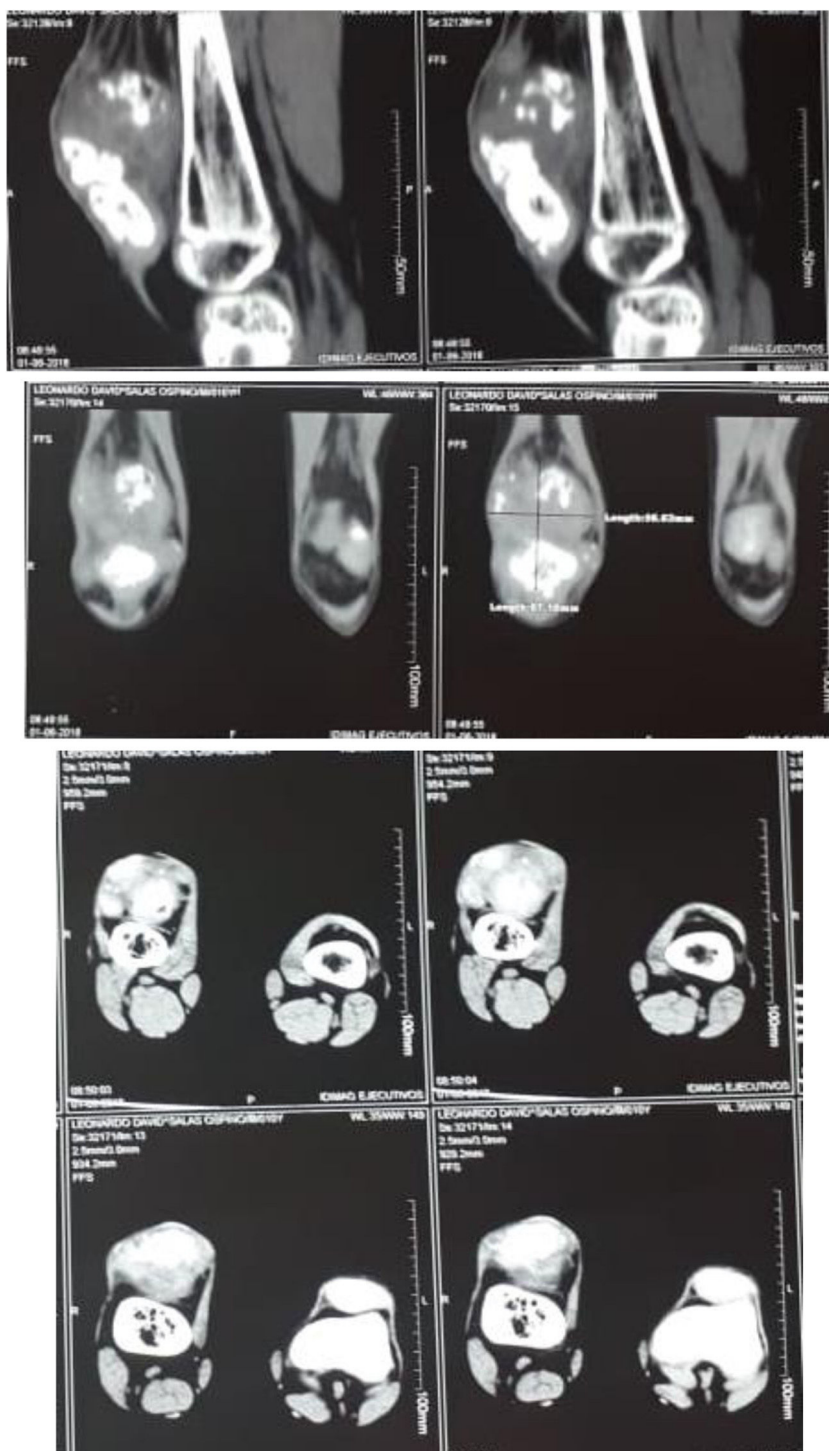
Detalles pre-quirúrgico del TAC en corte sagital (A) coronal (B) y axial (C) que muestra masa de densidades heterogéneas en contigüidad con la rótula que se extiende al tendón del cuádriceps.
